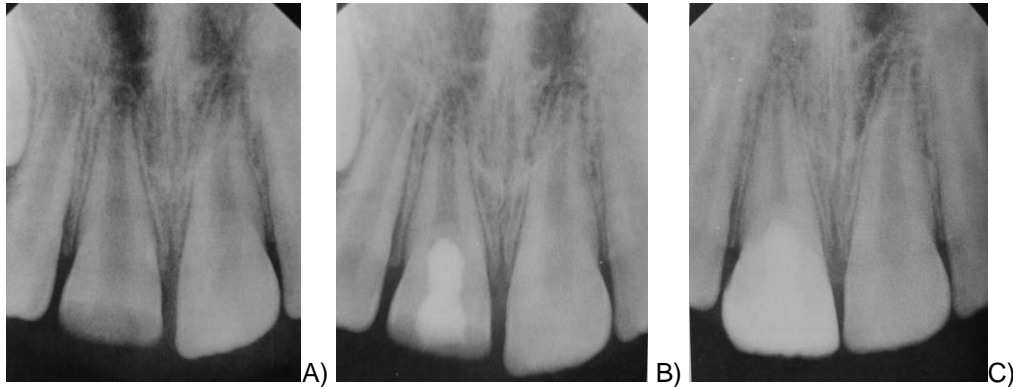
A) Radiografía de un incisivo central superior con ápice abierto, en donde se muestra una fractura coronal con exposición pulpar. B) Radiografía tres meses posteriores a la pulpotomía cervical profunda, en donde se utilizó MTA y una restauración con resina compuesta. C) Radiografía a los 18 meses después de la pulpotomía, en donde se observa la formación completa del ápice.
